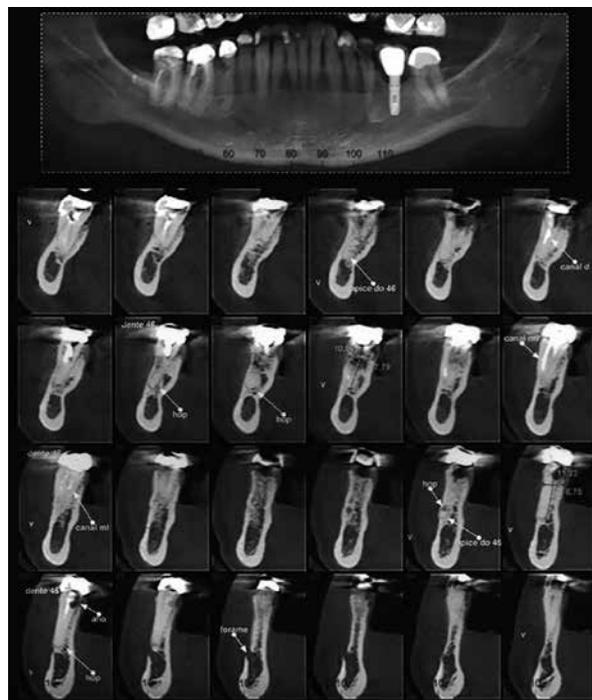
Tomografia computadorizada. Observa-se áreas de hipodensidade compatível com reabsorção externa da raiz.
